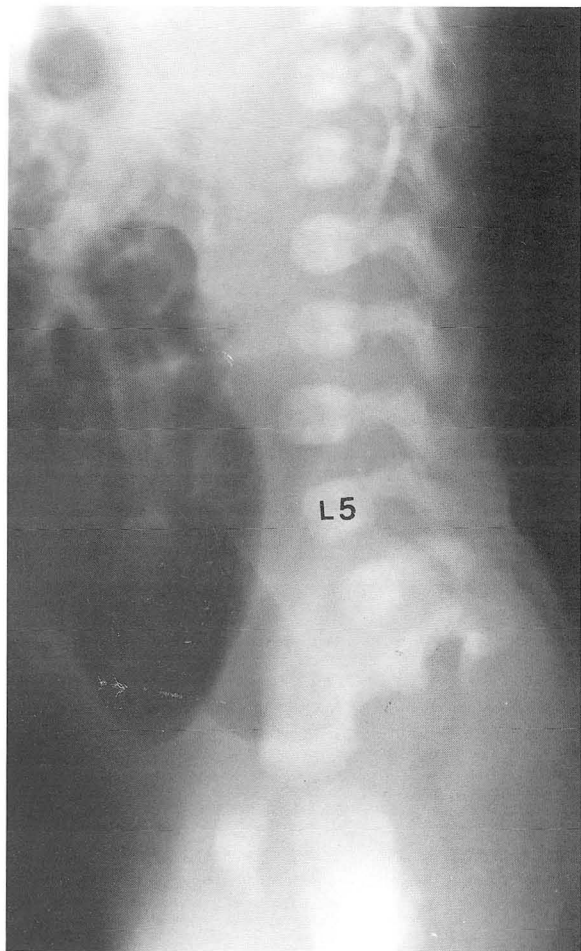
A newborn female with cloacal anomaly. A lateral roentgenogram of the lumbosacrum shows complete absence of sacrum below S2.
